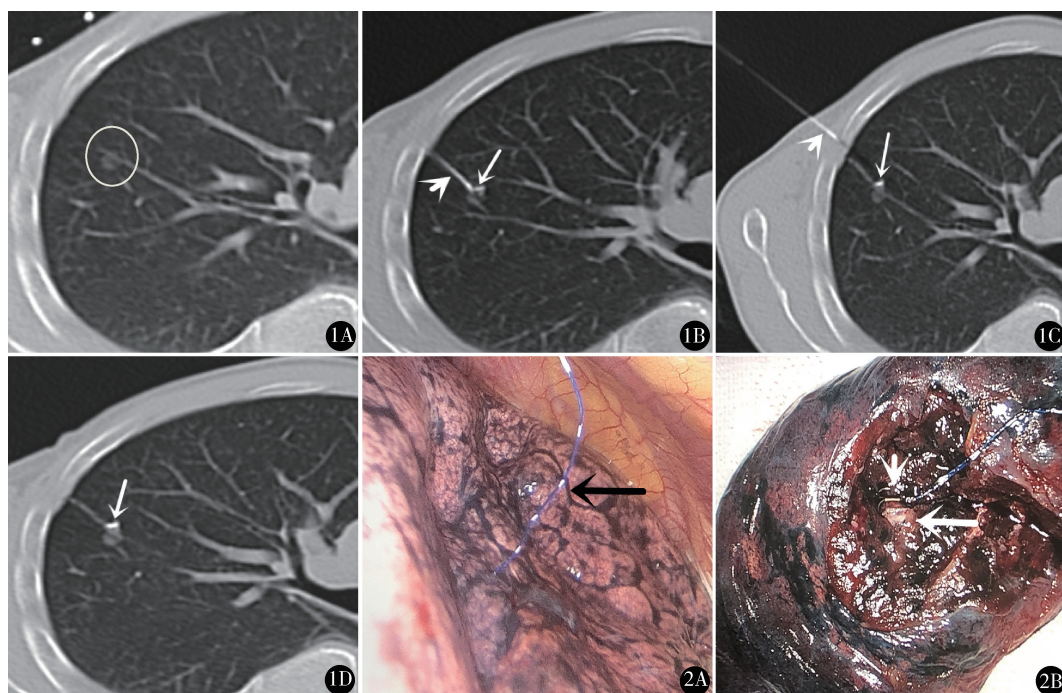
CT 引导带线锚钩术前定位:A. CT 示右肺上叶 GGN,8.1 mm×7.6 mm; B. CT 引导下经皮穿刺,导管针尖(短箭头)至病灶边缘后,推送杆释放锚钩(长箭头);C. 将穿刺导管针(短箭头)退至胸壁距脏层胸膜 5~10 mm 处,将导管针内三色缝线尾段全部推出,同时观察锚钩(长箭头)与病灶的位置;D. 术毕,CT 扫描再次确认锚钩(长箭头)与病灶的位置,观察无并发症 图 2 VATS 术中:A. 胸腔镜下可迅速发现脏层胸膜外三色线(黑箭头),并根据三色线的位置及线身指示的刻度,判断病灶位置及切除范围;B. 肺楔形切除后,沿三色线径向分离组织,迅速发现锚钩(短白箭头)及病灶(长白箭头)
